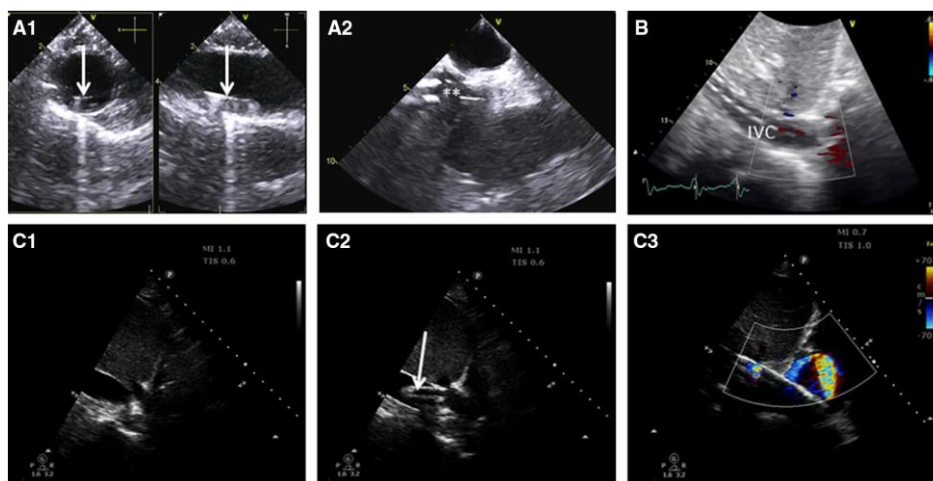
Применение эхокардиографии во время проведения ЭКМО.
